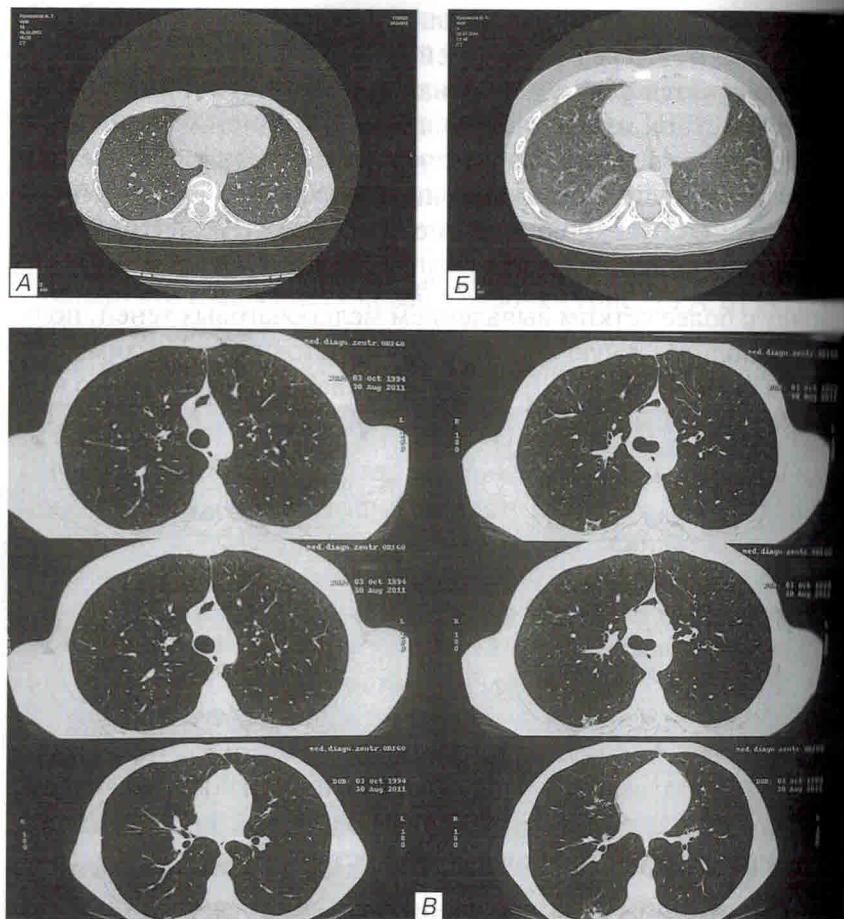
Изменения на МСКТ легких. А – идиопатический гемосидероз легких. Множественные, диффузно расположенные мелкие нечеткие перибронховаскулярные нодозные уплотнения средней плотности; Б – идиопатический гемосидероз легких. Снижение пневматизации легочных сегментов из-за выраженной отечности интерстиция; В – синдром Гудлапа-чера. Множественные внутридолльковые очаги по типу матового стекла с нечеткими контурами с обеих сторон
